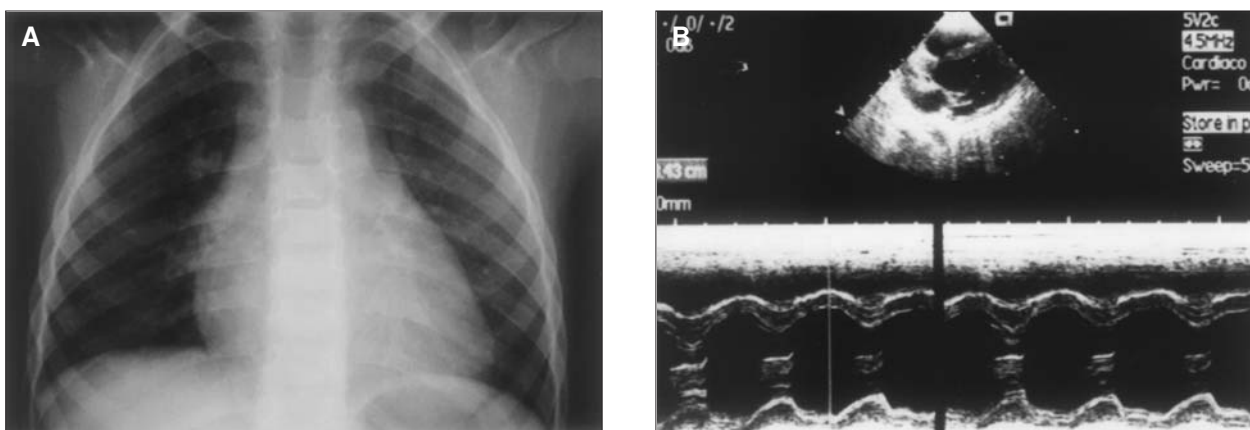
Segundo caso. A) Radiografía de tórax (a los 4 años), que no muestra hallazgos patológicos ni ensanchamiento mediastínico. B) Ecocardiografía (a los 4 años) en el que no se aprecia masa intrapericárdica.
